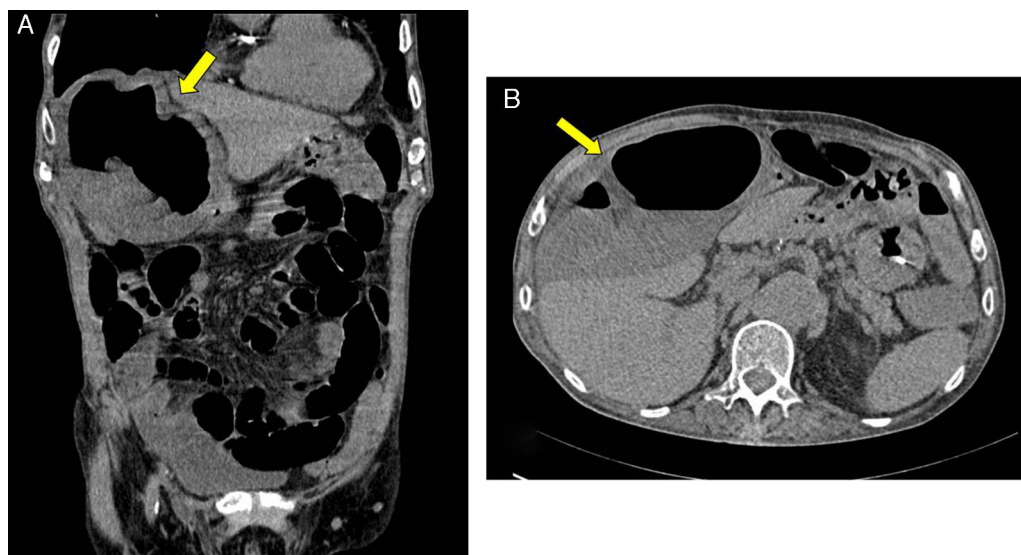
Imagen coronal (A) y axial (B) por tomografía donde se observa el ciego dilatado y en posición ectópica (flechas).
